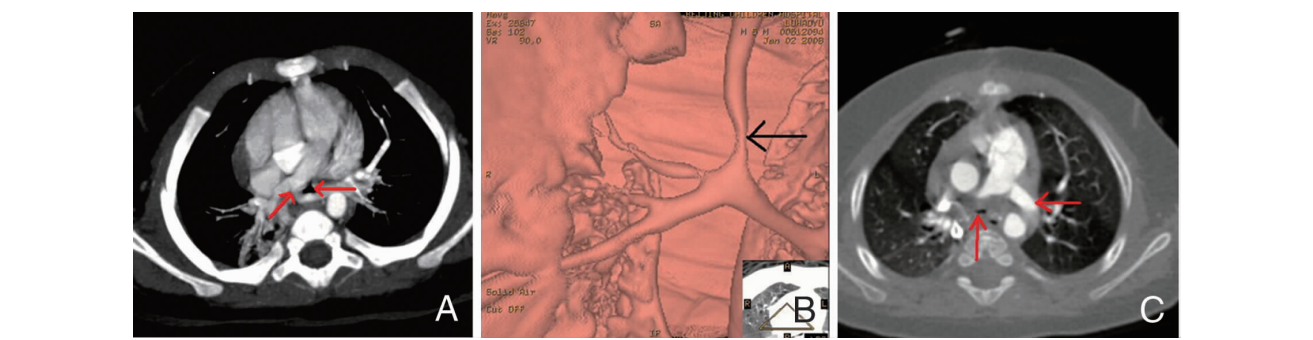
肺增强 CT 及肺 CT 气管重建检查 A:肺增强 CT 可见左肺动脉起源于右肺动脉(左侧箭头所示),并可见异常走行的左肺动脉绕行至气管后伸向左肺,局部气管(右侧箭头所示)局限性变窄;B:肺 CT 气管重建可见受压的气管(箭头所示);C:术后肺增强 CT,左侧箭头所示为缓解受压的气管,右侧箭头所示为正常走行的左肺动脉。
